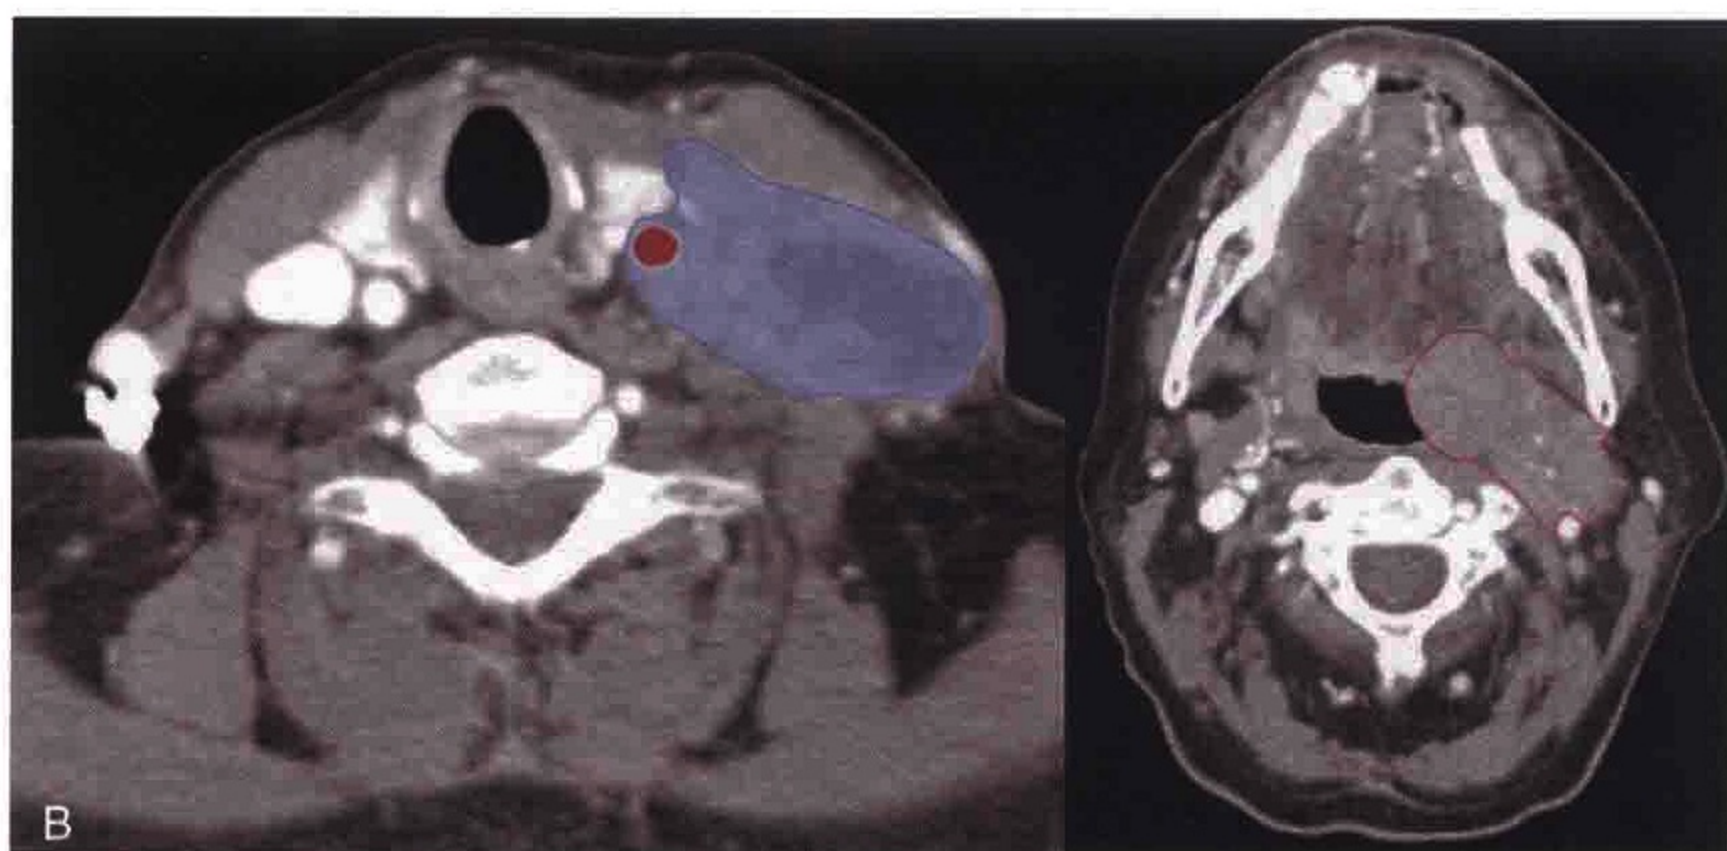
A. 横轴位 CT 增强扫描显示口咽癌患者左侧颈内动脉旁肿大伴坏死的IV区淋巴结。 B. 肿瘤和淋巴结被勾画出来
